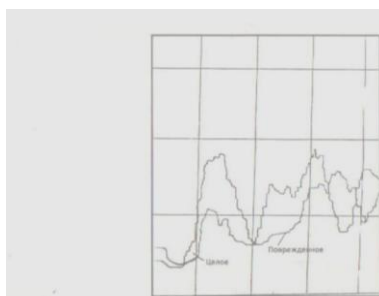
СВЧ-томограмма АС на здоровой и пораженной стороне.
